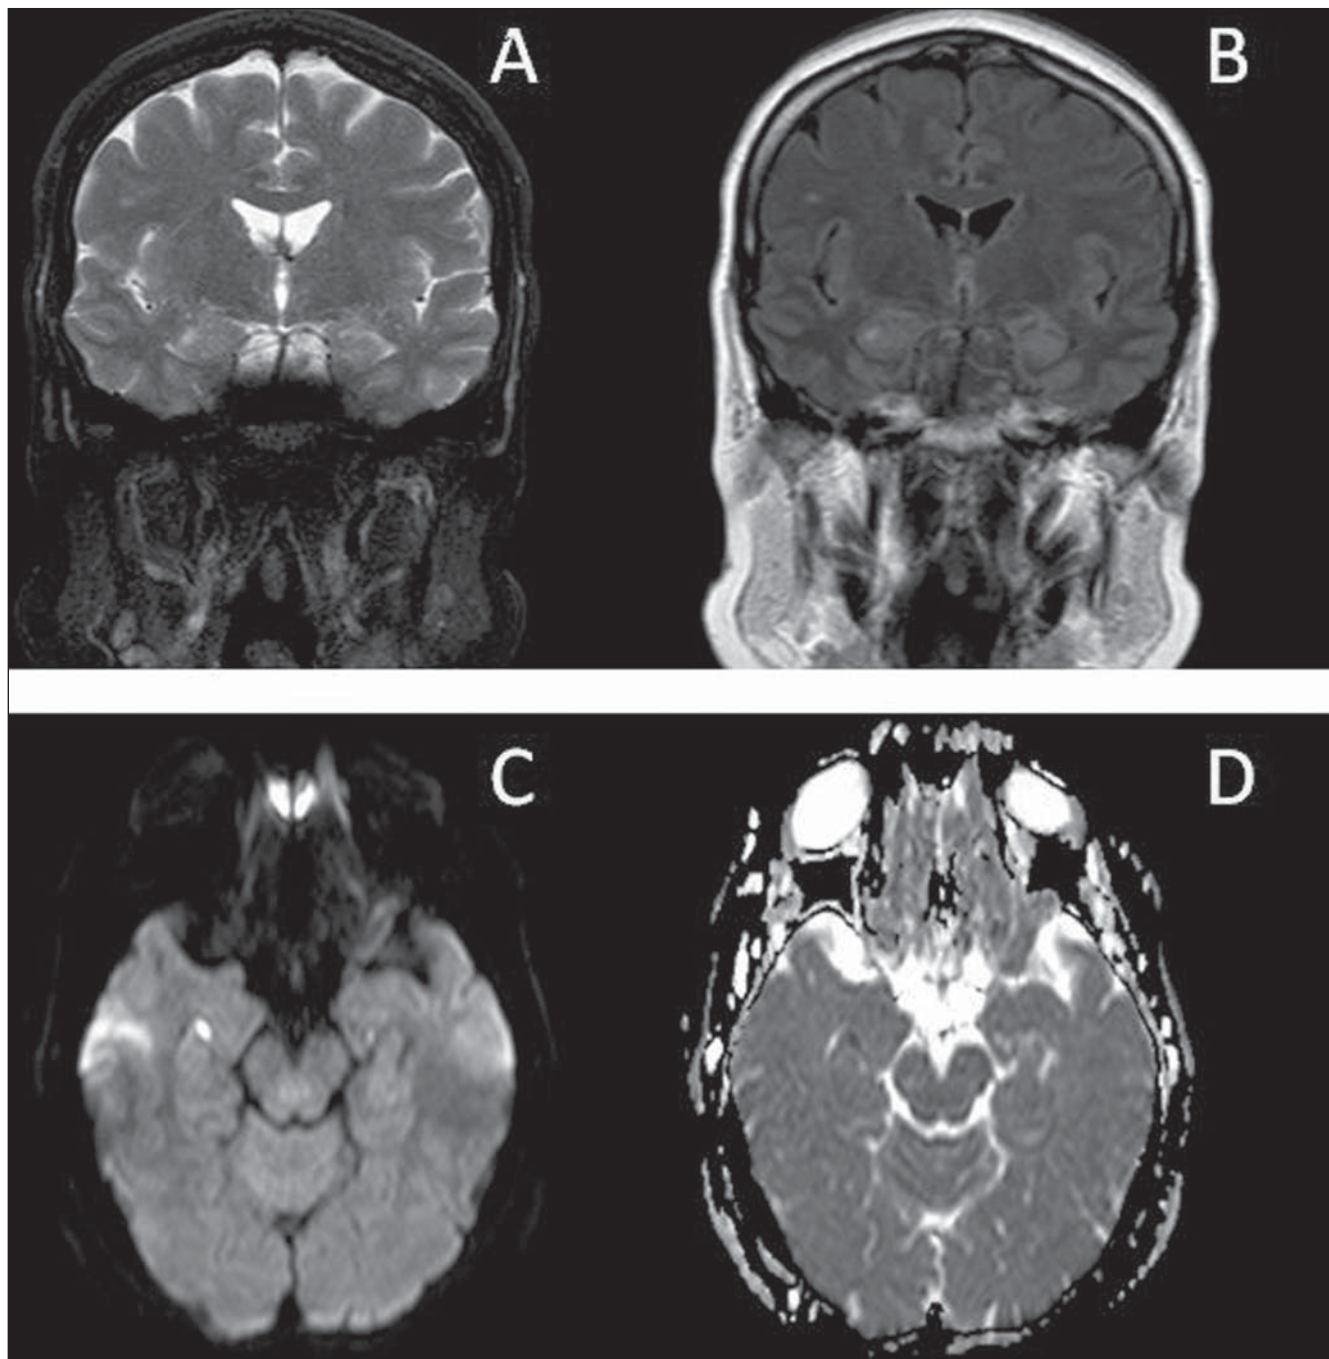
RM do encéfalo. Imagens coronal ponderada em T2 (A), FLAIR (B), difusão (C) e mapa de ADC (D).
